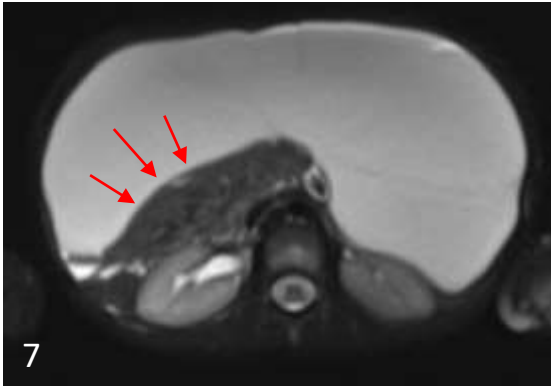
RMN secuencia T2 HASTE: masa hiperintensa con finos tabiques, que ocupa la cavidad abdominal anterior. Desplaza y comprime asas de intestino delgado (flechas).
